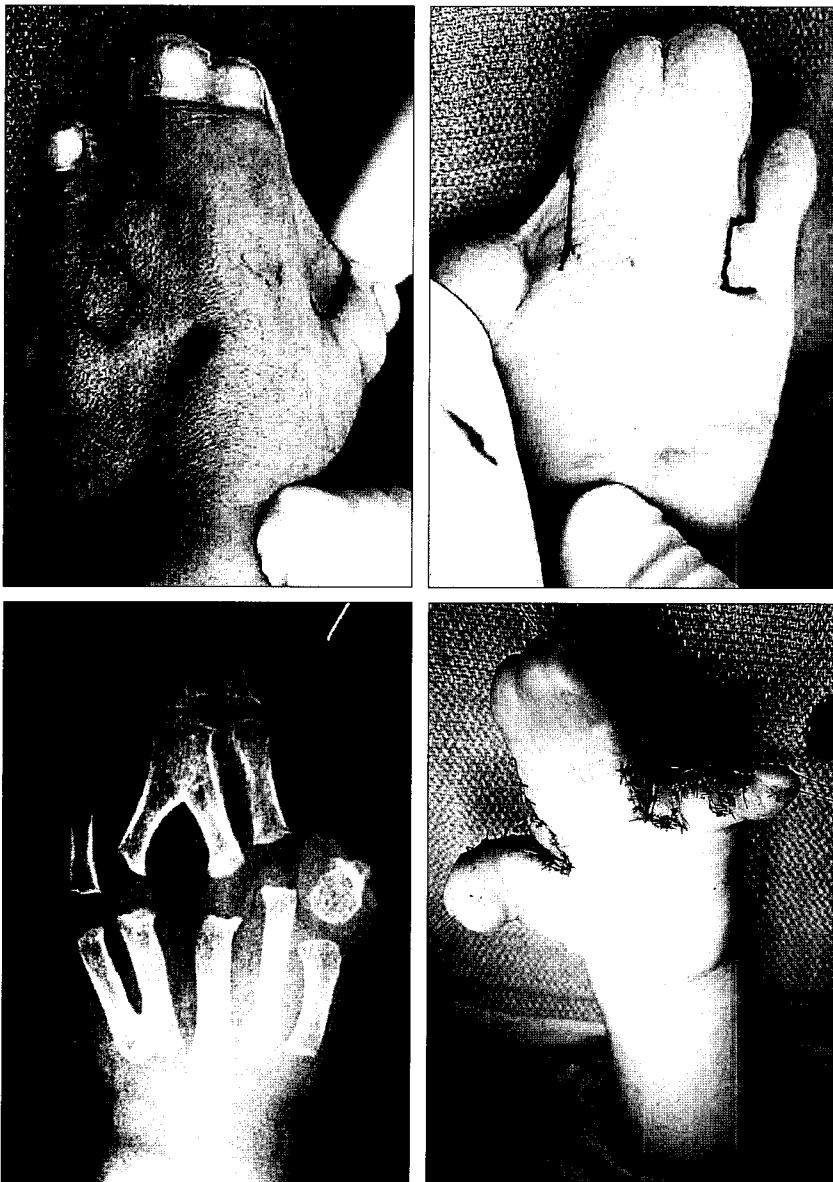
22-month-old girl with an Apert syndrome had a complicated syndactyly on both hands involving all web spaces. (Above, left & right) Preoperative incisional design. (Below, left) X-ray shows complicated type of syndactyly. (Below, right) Immediate postoperative view.
